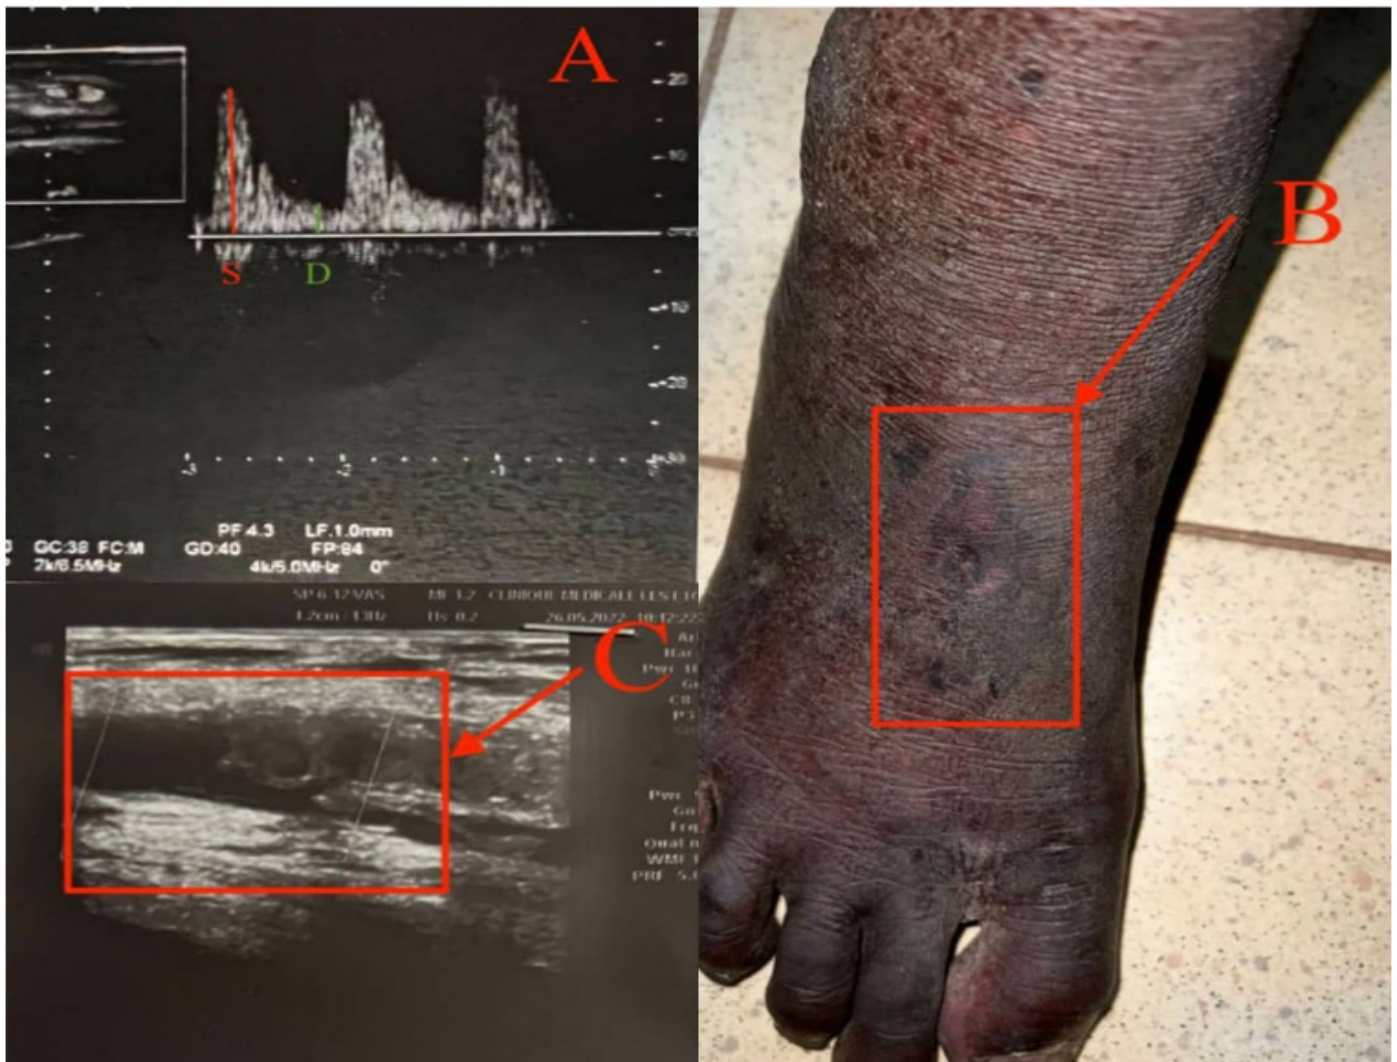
(A) Échographie-Doppler des artères temporales montrant une infiltration intimale diffuse, sans image de plaque temporale décelable. Les artères ophtalmiques sont le siège d'un flux diastolique avec un indice de résistance de pourcelot moyenne à 0,75 à droite et à 0,64 à gauche (B) Troubles trophiques à type de lésion maculeuse sur un fond érythémateux du pied droit, (C) Échographie-Doppler du membre inférieur droit montrant une infiltration intimale de l'artère fémorale superficielle.
